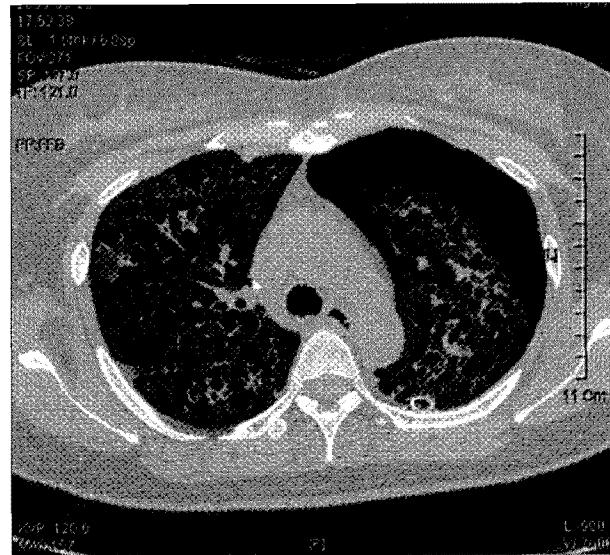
Chest CT showing bilateral multiple pulmonary cysts with left pneumothorax and nodule on RUL.
